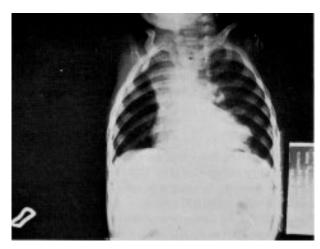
Radiografia torácica (caso $n^{\rm e}$ 1) sugestiva de tetralogia de Fallot com contorno superior direito alterado devido ao aumento da veia cava superior
